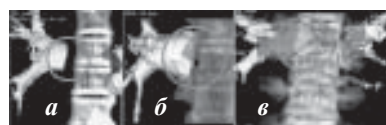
Скелетотопия легочных вен (ЛВ). КТ-изображение, 3D-реконструкция ЛВ и позвоночника (а - ствол левых ЛВ проецируется дистальнее левого края тела позвонка; б - ствол левых ЛВ проецируется на левый край тела позвонка; в - ствол левых ЛВ проецируется на левую половину позвонка).
